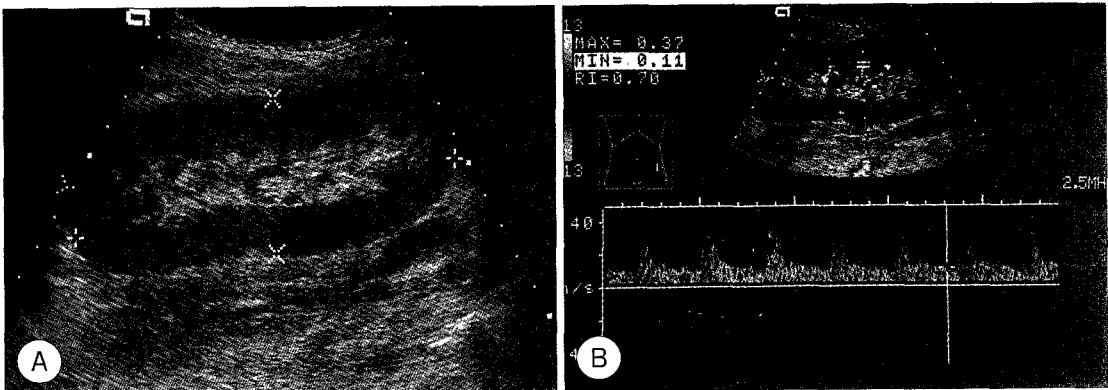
Normal transplant kidney. A : Sonography shows normal reniform shape allograft with sharp cortico-medullary distinction and central sinus echoes. B : Doppler sonogram shows normal spectral renal flow in the renal arcuate artery at the hilum of the kidney. The resistive index (RI) ratio is about 0.70.
